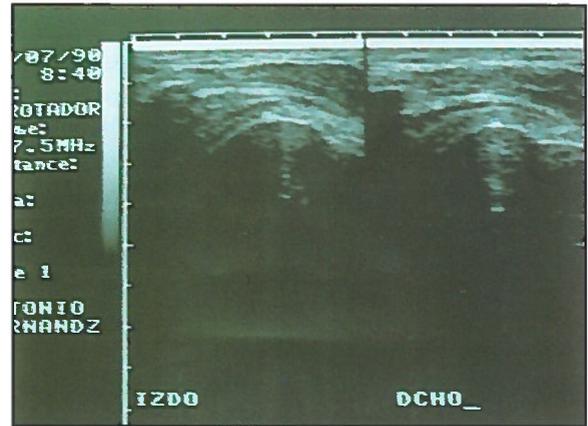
Ecografía con rotura fibrilar leve del manguito rotador izquierdo.
